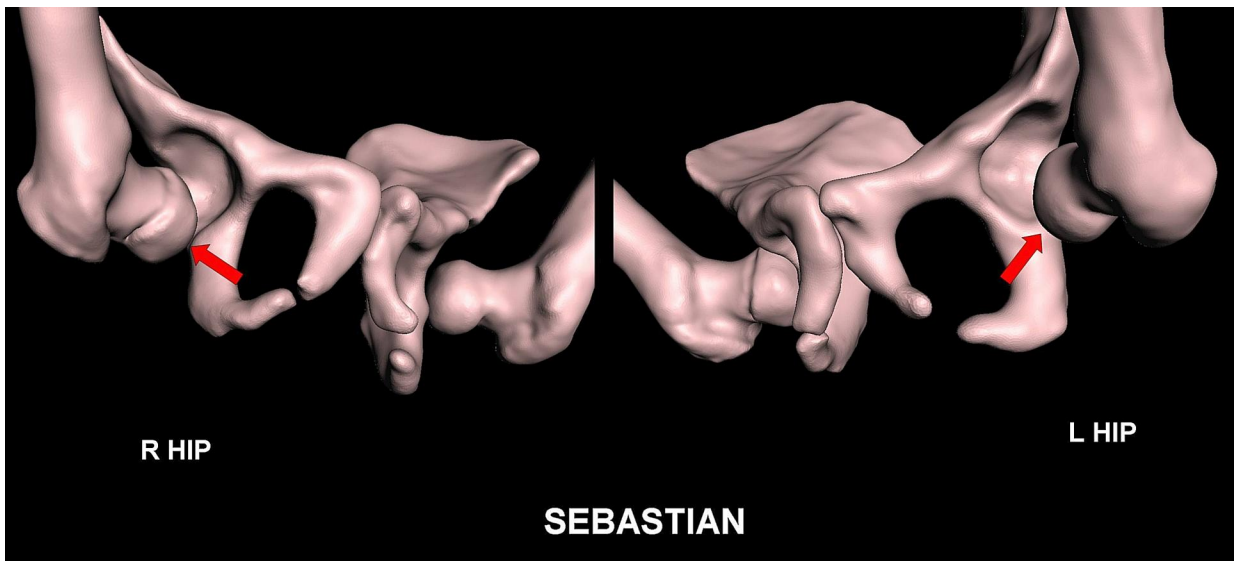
Modelos 3D recreados de la pelvis y ambas caderas basados en TC en 3D que muestran la dislocación de ambas cabezas femorales (flechas rojas) de los acetábulos.
